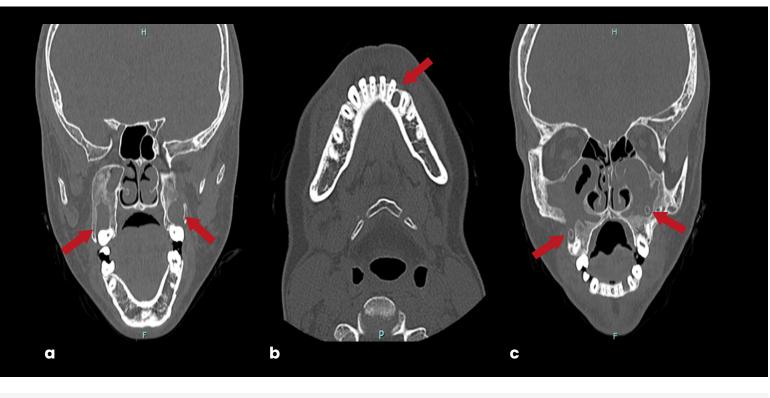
Tomografía computarizada del año 2021, se evidencian tres lesiones hipodensas señaladas con una flecha roja. (A) Dos lesiones hipodensas bilaterales de apariencia quística ubicadas en relación a ambos senos maxilares. (B) Presencia de lesión hipodensa de apariencia quística en zona parasinfisiaria izquierda. (C) Cánulas instaladas en ambas lesiones maxilares.
